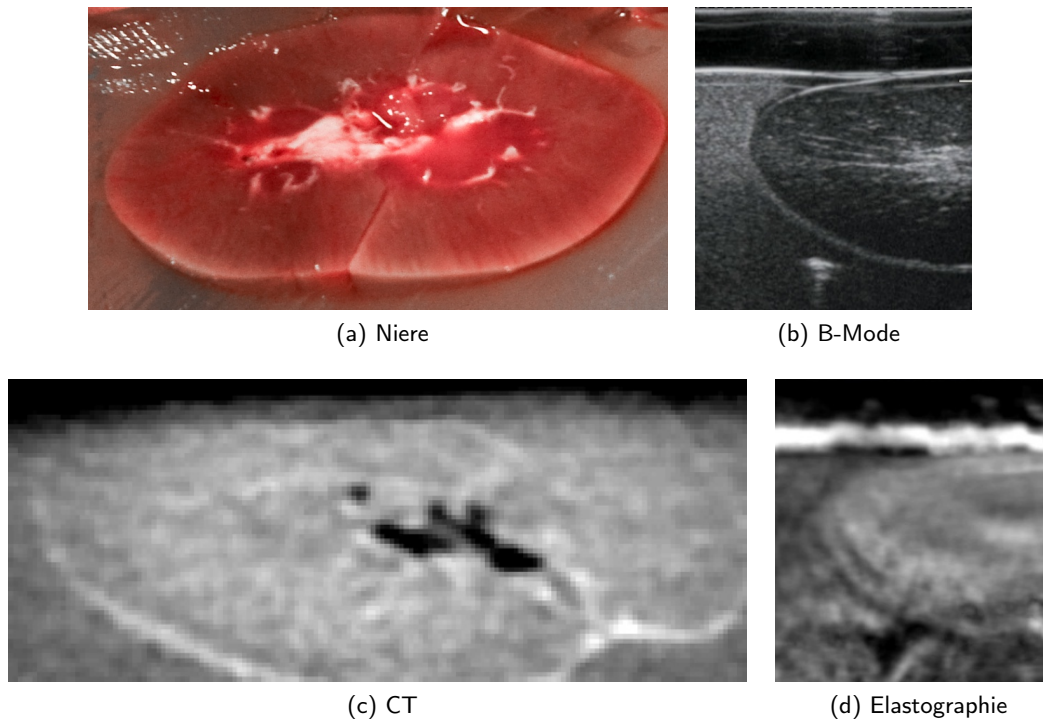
Darstellung der Gewebestrukturen einer Niere im Querschnitt in der B-Mode-, Elastographie- und CT-Bildgebung.
